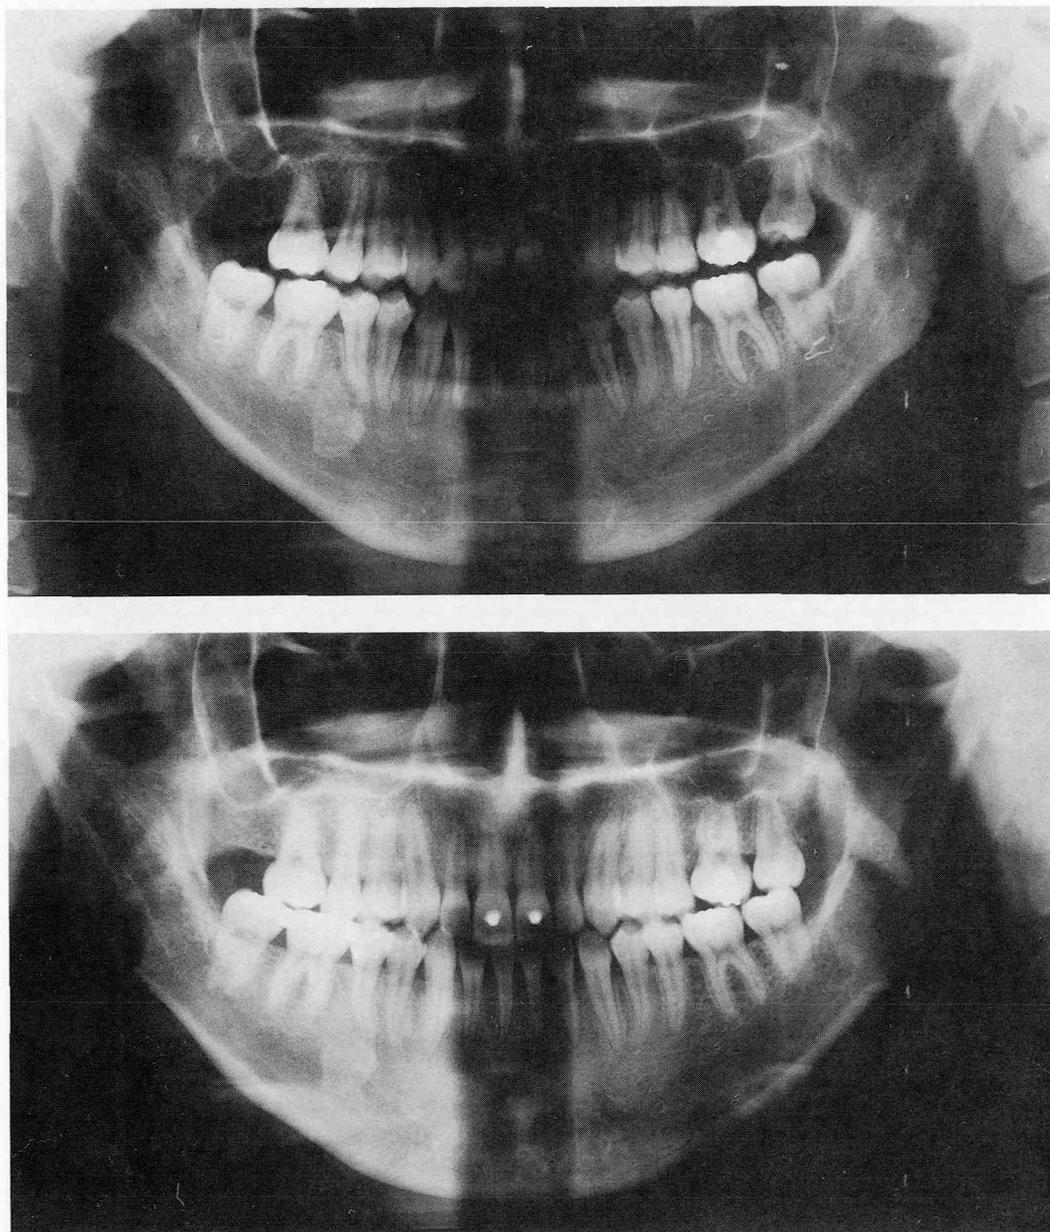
症例2の動的治療終了時（上段）と保定終了時（下段）のパノラマX線写真
